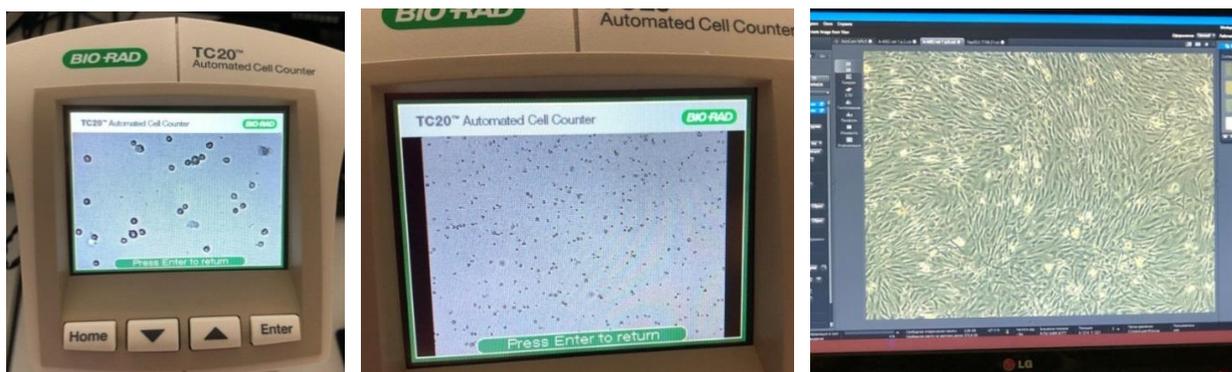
Автоматический счетчик клеток TC 20 BIO RAD. Монослой ММСК, 14 сутки, x100. Микроскоп Carl Zeiss Axio Observer D1 с помощью камеры AxioCam MRc5 (Carl Zeiss, Германия).
